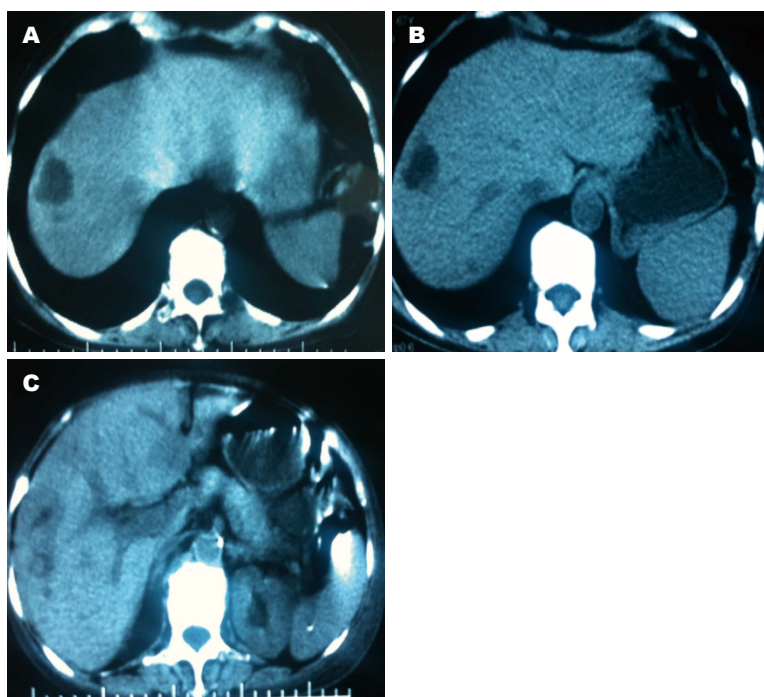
抗结核治疗前后肝脏CT图像变化. A: 初诊时肝脏CT图像; B: 抗结核治疗8 mo后腹部肝脏CT图像; C: 2014-03至锡市锡山医院就诊时肝脏CT图像. CT: 计算机断层扫描.
